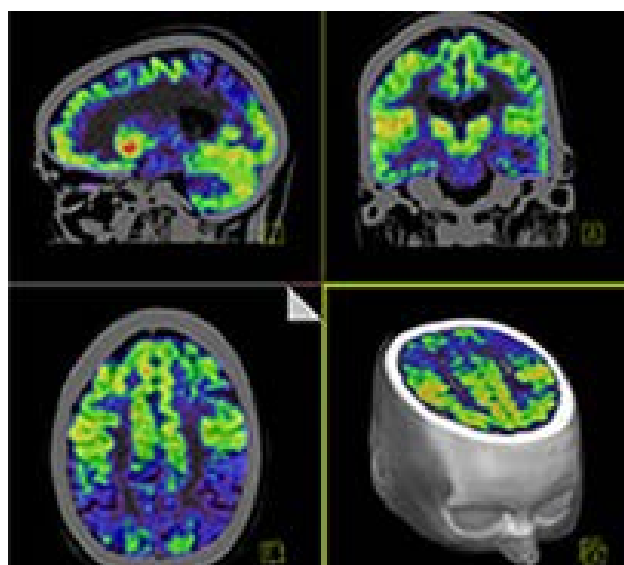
ПЭТ головного мозга.
